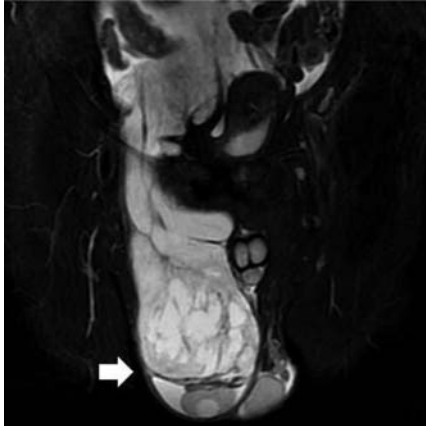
MRI T2-weighted imaging revealed boundary between tumor and testis.
